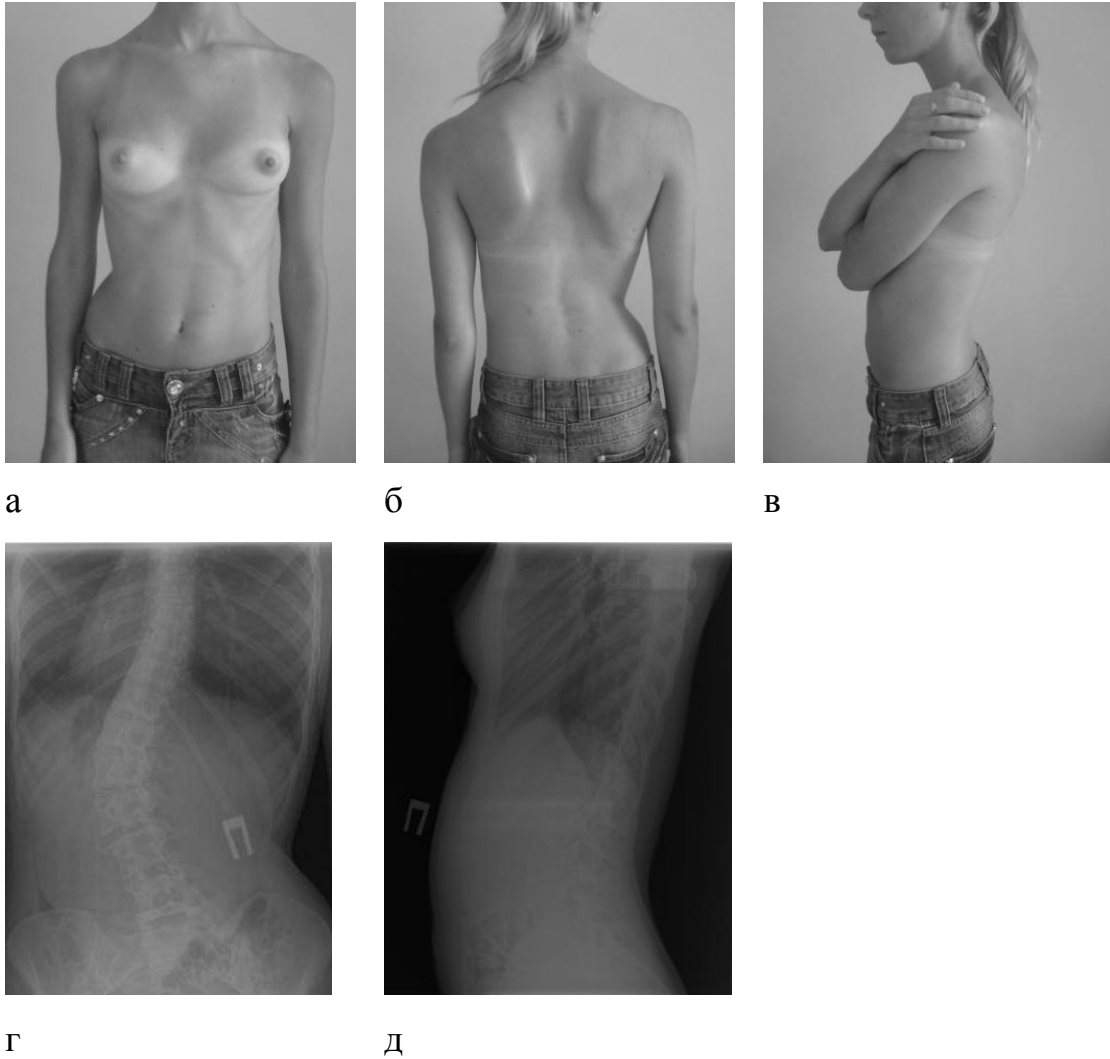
Пациентка О., 17 лет, до оперативного лечения: а, б, в – вид спереди, сзади и сбоку; г, д – рентгенограммы в прямой и боковой проекциях
